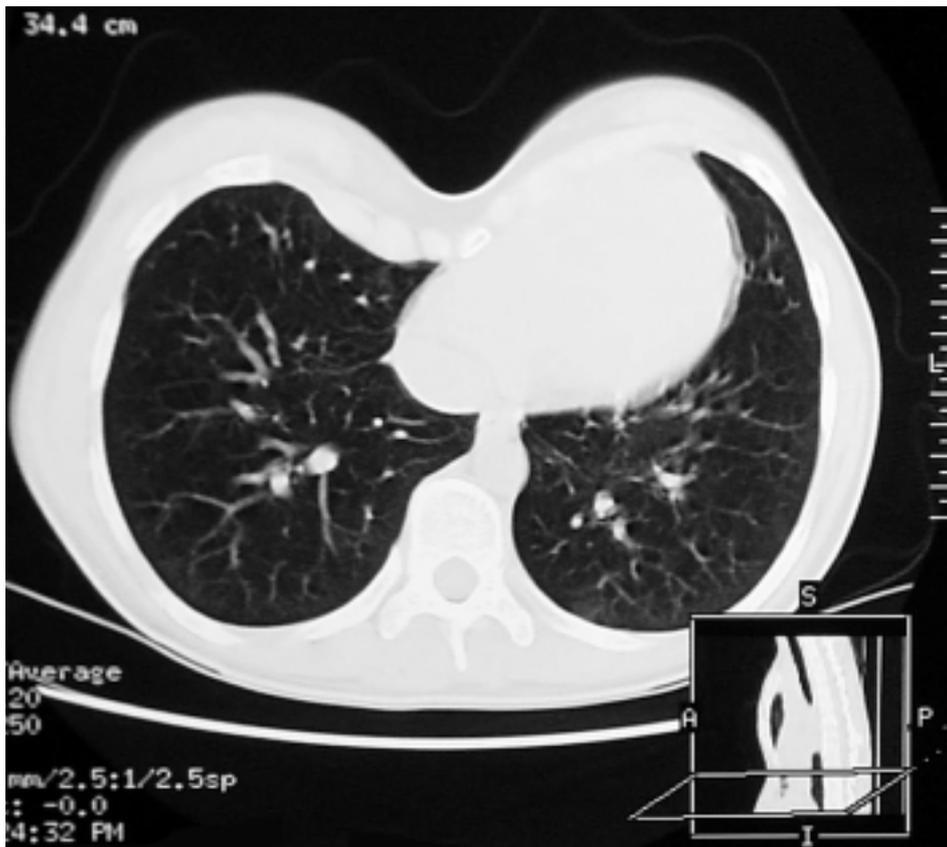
Computertomographische Thoraxuntersuchung an der Stelle des tiefsten Trichters.
